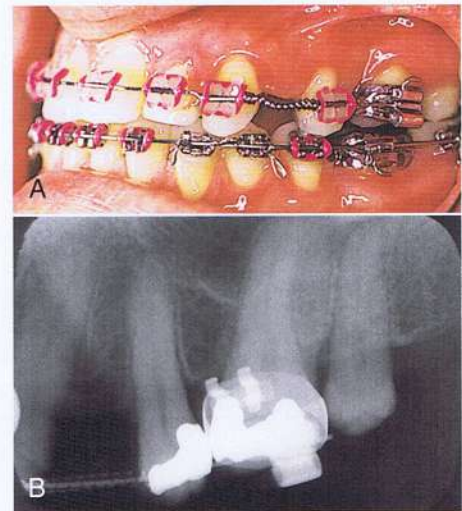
A, mecanismo de empuje espiral, empuja a la corona y la separa y une las raíces. B, las radiografías muestran la convergencia de la raíz sin espacio en la porción apical para la colocación de un implante.
